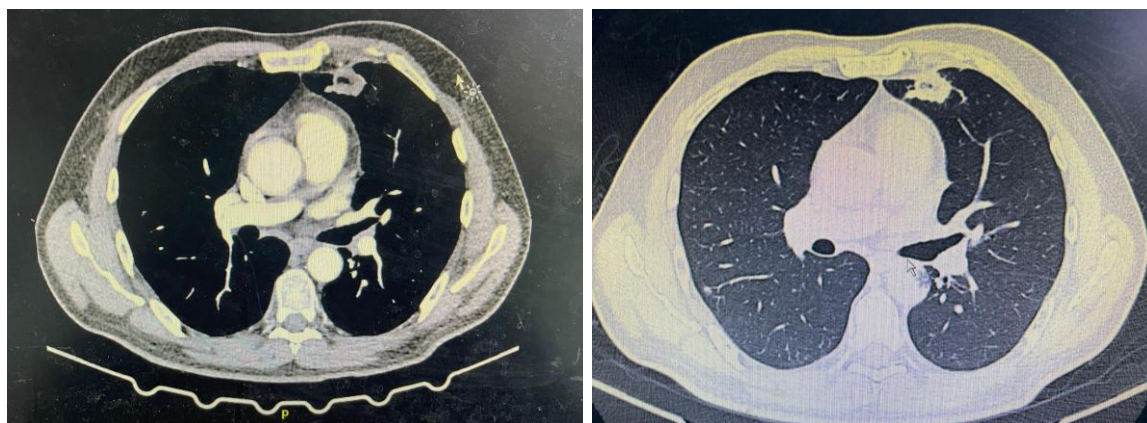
Estudios imagenológicos iniciales del síndrome invasivo por *K. pneumoniae* hipervirulenta. A. Tomografía de tórax que muestra múltiples nódulos pulmonares bilaterales, algunos con cavitación central, compatibles con microabscesos pulmonares en contexto de diseminación hematológica.
